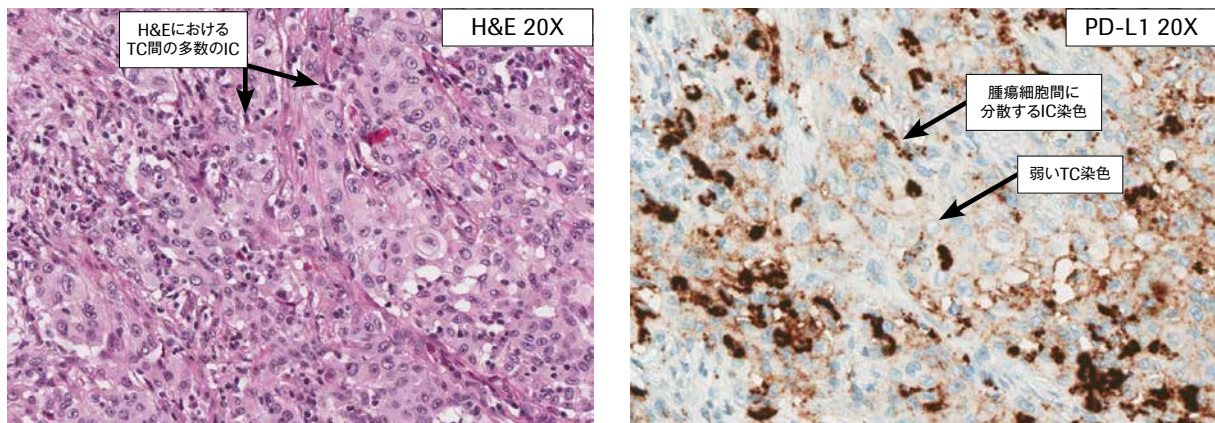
TCは細胞膜への弱~中程度の染色性を示し、H&EではTC間に多数のICを認める。TCの間に強い点状のIC染色が存在することに注意が必要。
